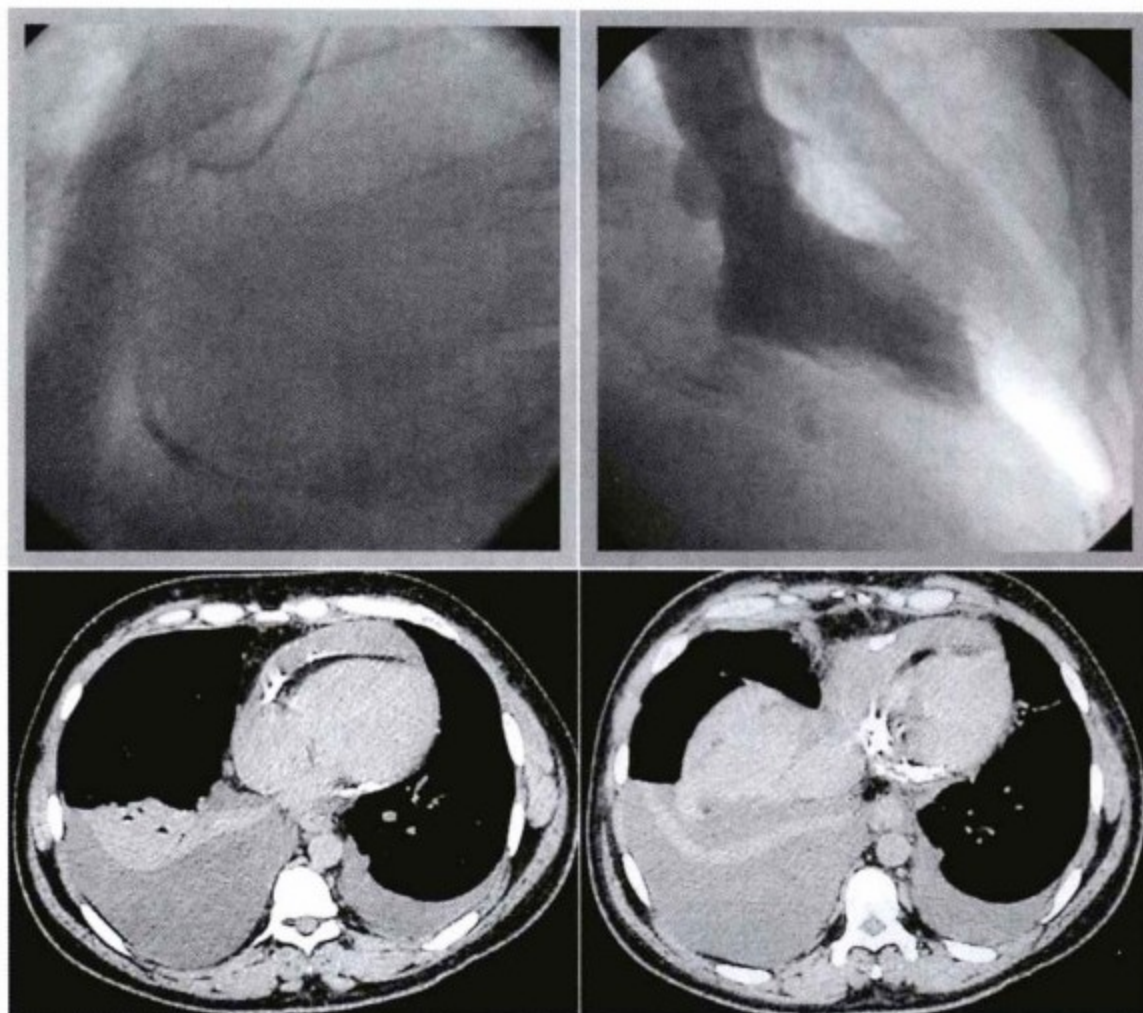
上图为心导管检查中透视下见心影下方及右侧房室沟钙化斑块影(右冠状动脉尚未注入造影剂, 所见高密度影为钙化影)。下图为CT轴位平扫, 可见右侧房室沟内及沿右心室分布的钙化, 钙化分布在心脏表面及心包的壁层, 两层之间可能被渗出及一些非钙化的软组织填充。图中还可见心包积液及胸腔积液。
